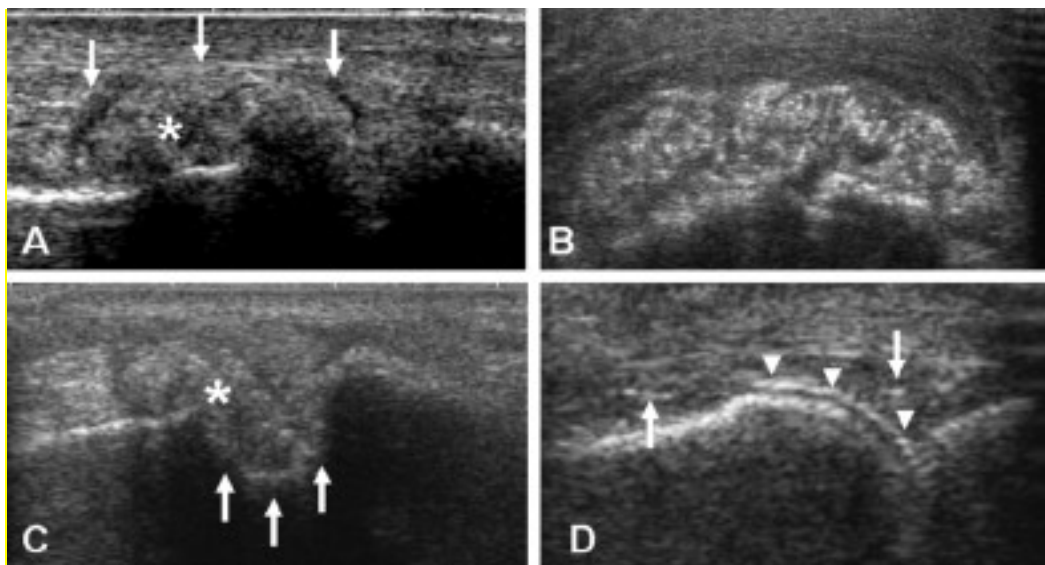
Caractéristiques échographiques de la goutte (17).
